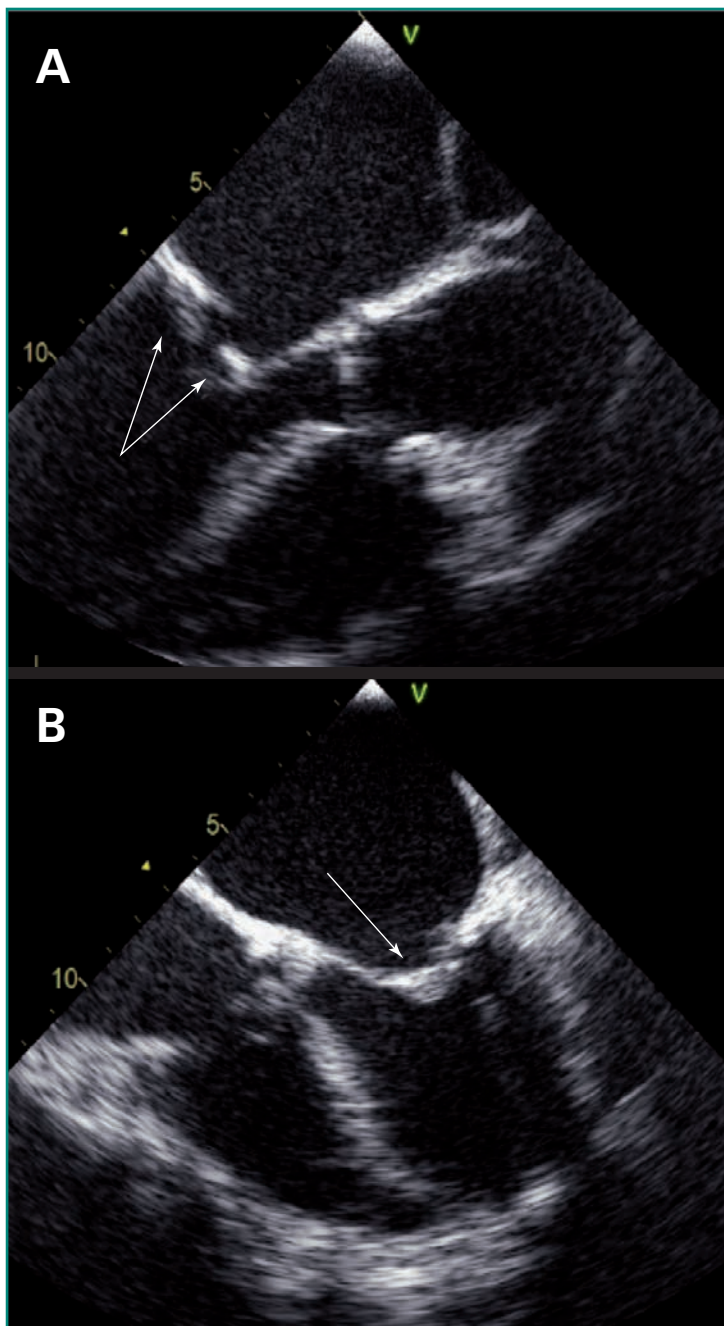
Ecocardiografía transesofágica: (A) plano de tres cámaras; (B) plano de cuatro cámaras. Se observa una válvula mitral reumática con engrosamiento del borde libre de los velos (flechas) y apertura gravemente reducida.
